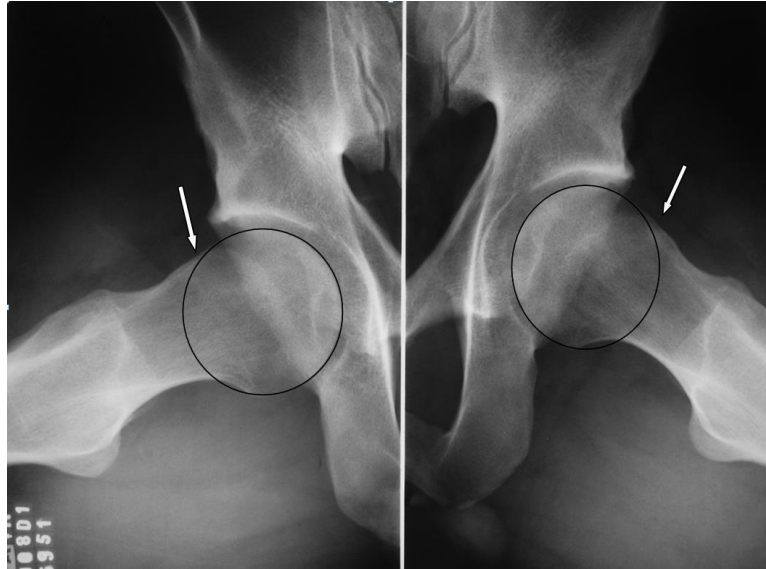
Radiografia em Dünn 45° do paciente da figura XZ. Observa-se anesferecidade da cabeça femoral, com achatamento da transição cabeça-colo. AA medindo 60° à direita e 66° à esquerda.
